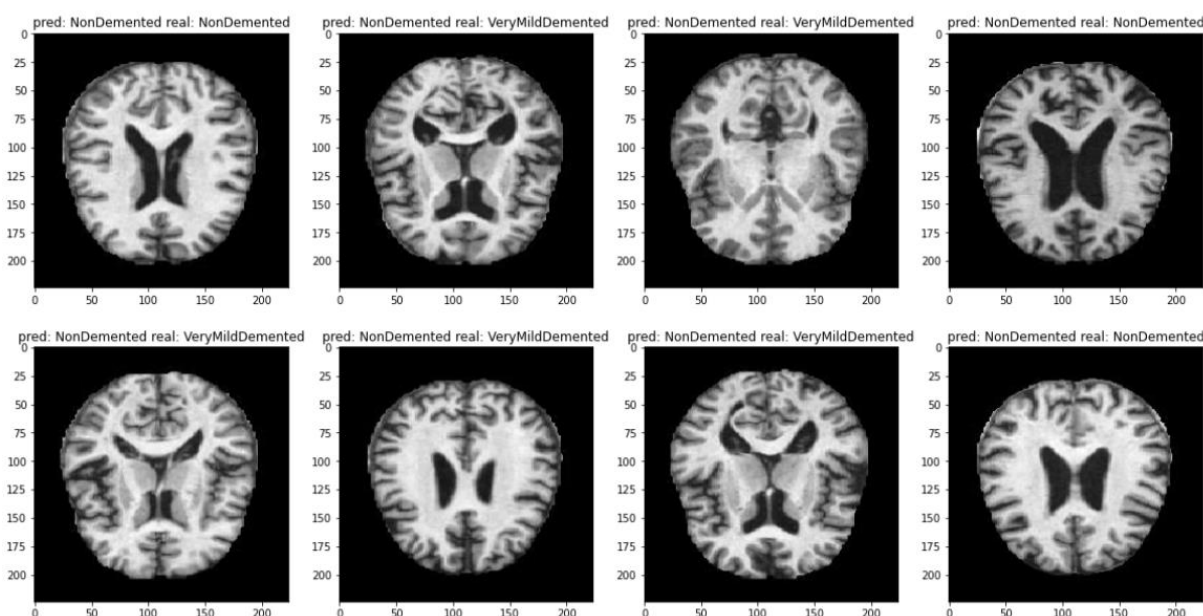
МРТ-зображення з передбаченими та фактичними мітками
